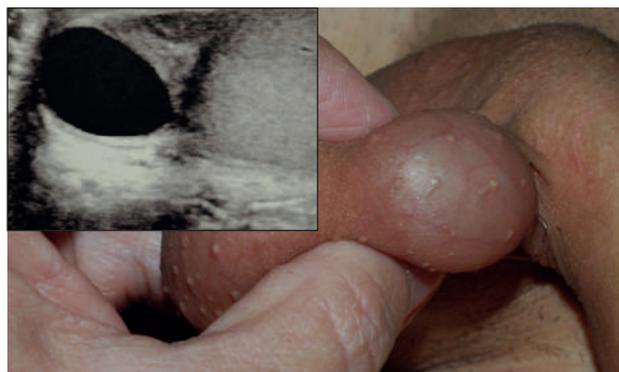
La palpazione della cisti dell'epididimo e lo studio ecografico che conferma la natura liquida della tumefazione.
